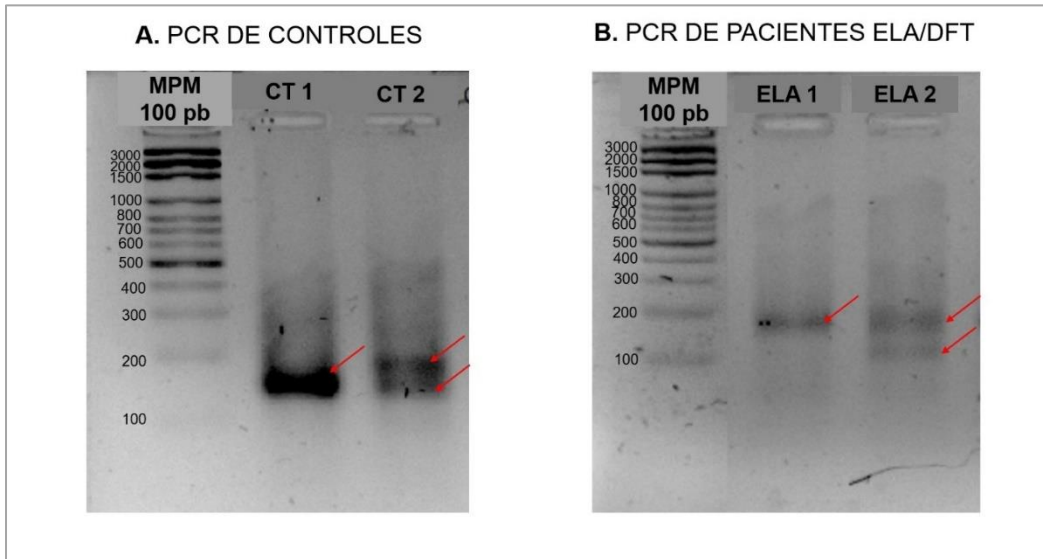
PCR del hexanucleótido de *C9ORF72*. Se muestra la electroforesis de los productos de PCR de dos controles sanos (A) y de dos pacientes de ELA/DFT (B); se indican con flechas color rojo las bandas detectadas. Los productos CT 1 y ELA 1 muestran solo una banda (homocigotos), mientras que los productos CT 2 y ELA 2 muestran más de una banda (heterocigotos).
